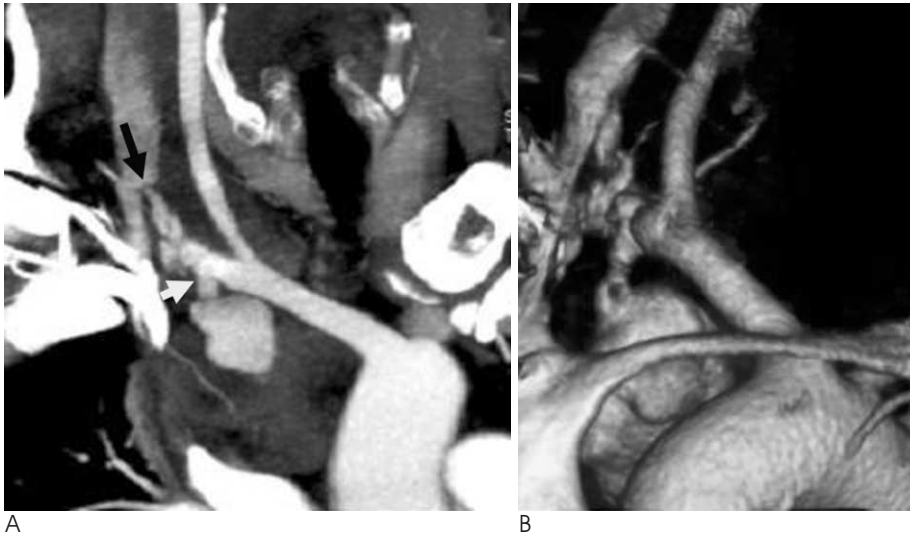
CT images of a 45-year-old male with dyspnea and local hematoma at puncture site.
